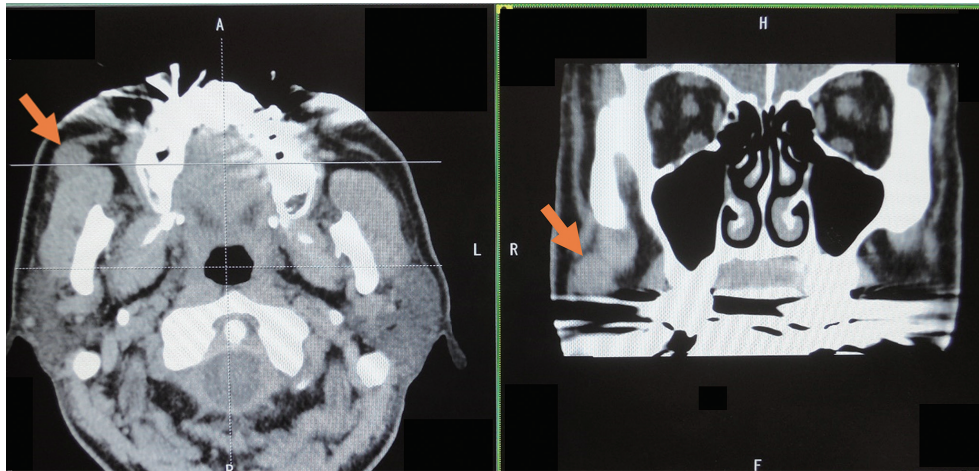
症例2の術前単純CT 右頬部皮下に咬筋に接する径2 cm程度の腫瘤を認める
